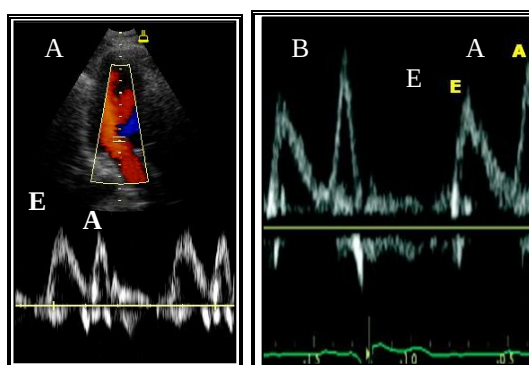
Doppler do fluxo mitral com padrão normal (A) e disfunção diastólica discreta (B)
